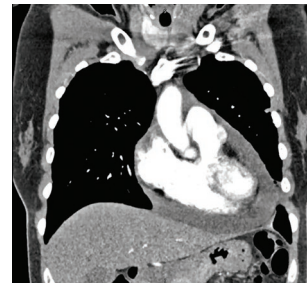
Tomografía de tórax contrastada en corte coronal, mostrando derrame pericárdico severo.
